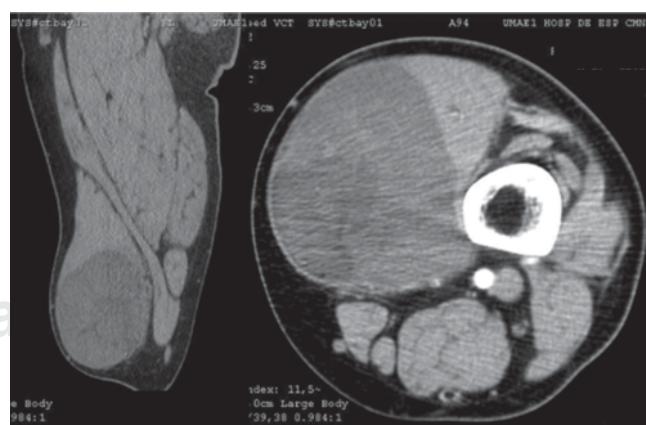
Tomografía del muslo izquierdo, en cortes coronal y axial, que muestra masa tumoral en el tercio distal, con densidad similar al tejido graso por corresponder a menos 50 unidades Hounsfield, sin afección ósea.
